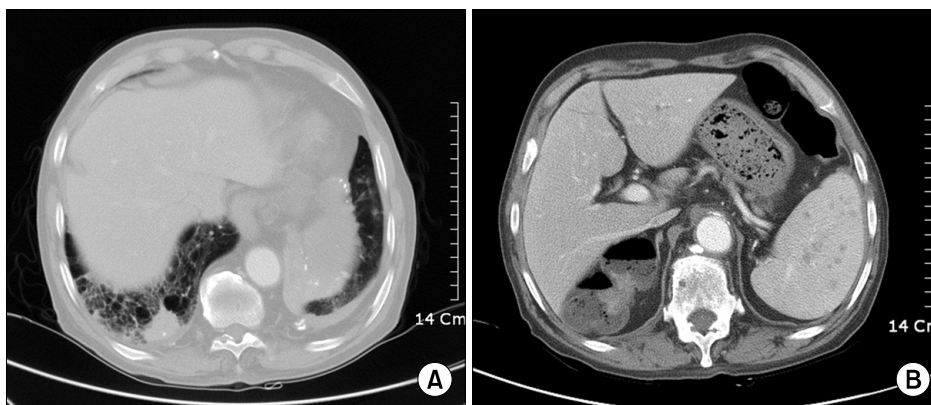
Chest CT findings. (A) Ground glass opacities and a 3 cm mass were found in the right lower lung. (B) Mild splenomegaly was noted with multiple low attenuated lesion, which are likely foci of extramedullary hematopoiesis.
